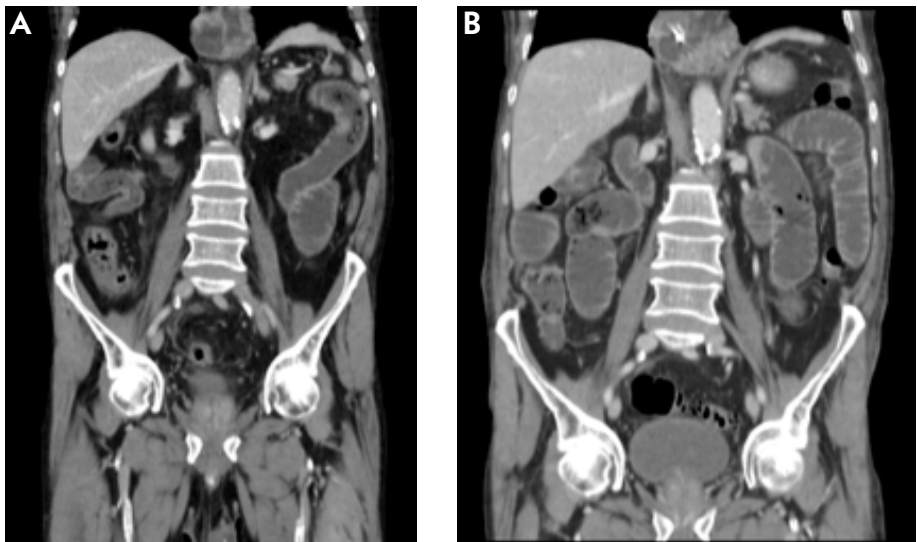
A. TC pré-operatório; B. TC pós-operatório.
